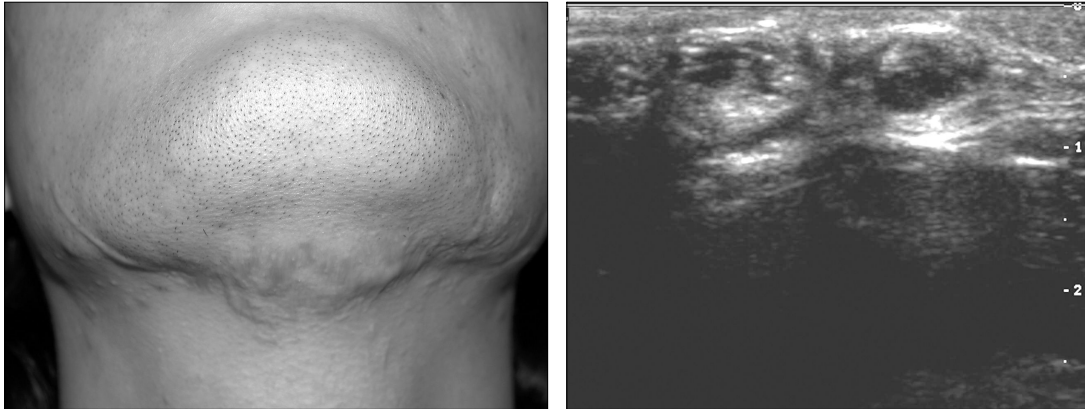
(Left) Preoperative view of submental hypertrophic scar with subcutaneous masses located at the center. (Right) Ultrasonographic image demonstrates two cystic masses in the scar tissue. One of the cystic mass have anechoic fluidic content and the other has solid content inside.
